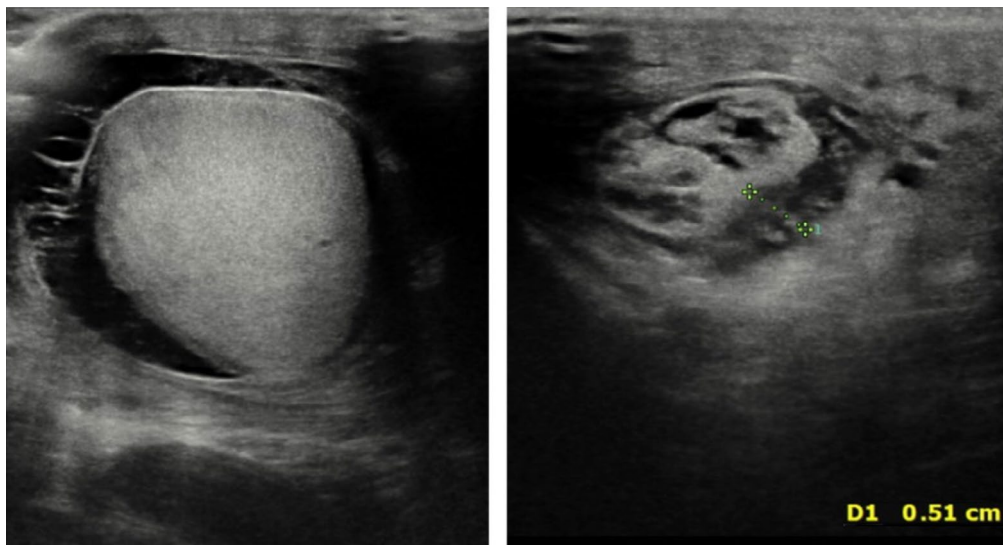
Ecografía venosa clínica testicular.
